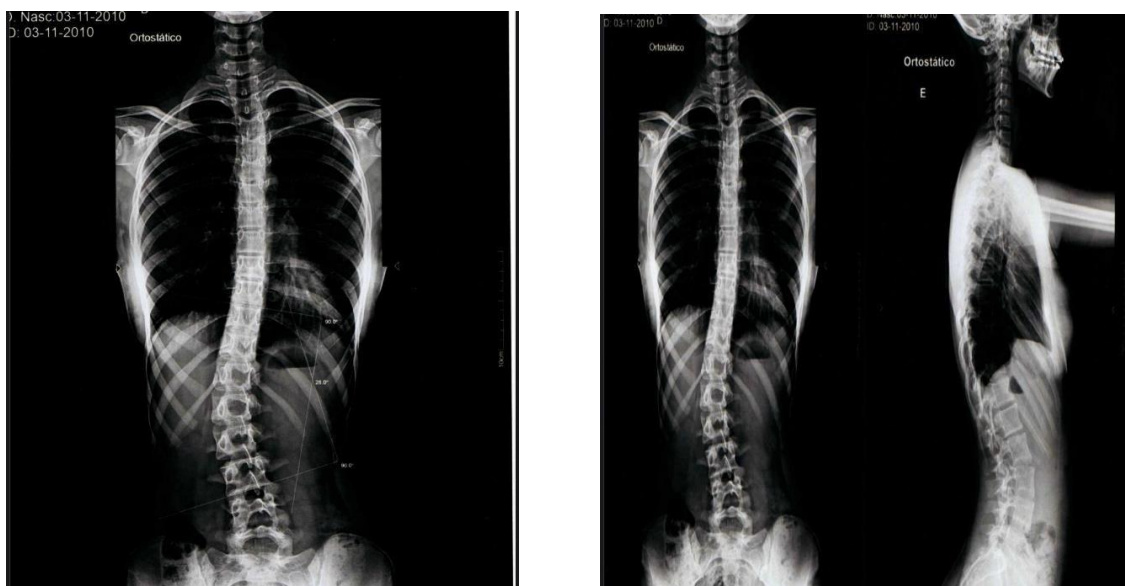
Radiografias iniciais da paciente 2: incidências anteroposteriores e lateral em posição ortostática evidenciando escoliose toracolombar.
